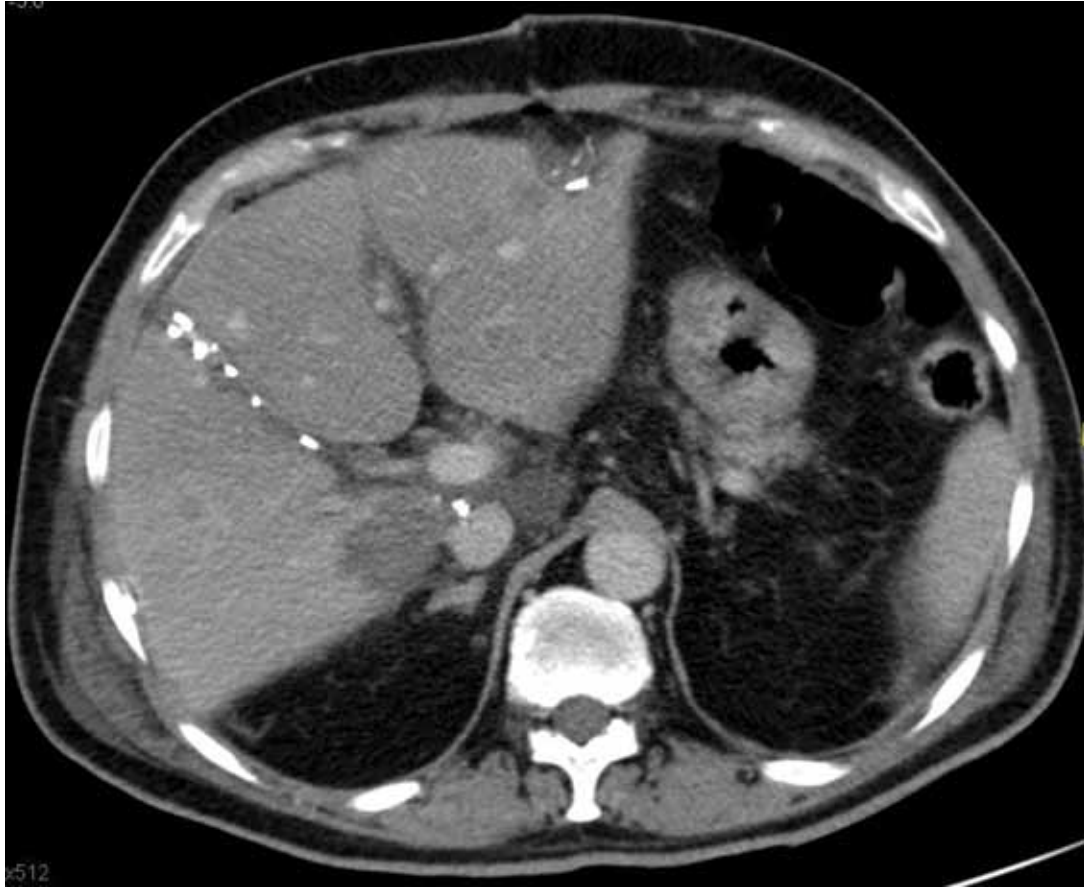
CT scan at 7 days after full left-full right splitting (liver splitting was carried out along the Cantile line, identified by the intrahepatic clips) to remove bilobar CRLM which involved all 8 liver segments. The CRLM at the segment 2 to 4 has been removed at the the first operation as well as the segment 1.
